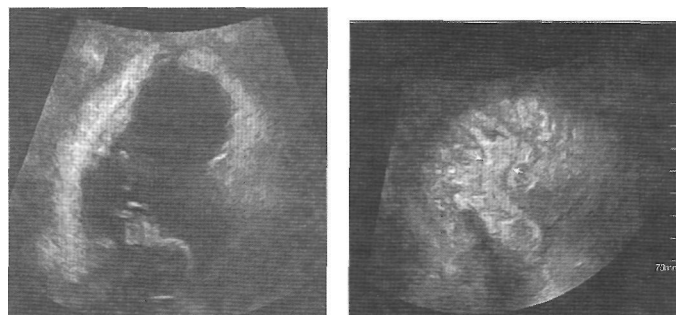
Фокальный пролиферативный цистит у пациента с гематурией: А. Режим серой шкалы при обычном УЗИ выявляет утолщение стенки мочевого пузыря. Б. Трехмерная виртуальная эхоцистоскопия отображает складчатость, симулирующую картину опухоли.
